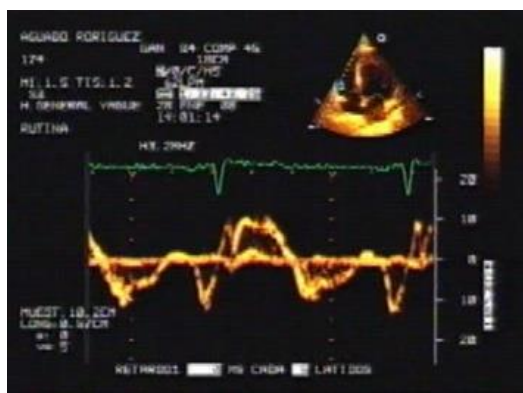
Doppler tisular tricuspideo.
